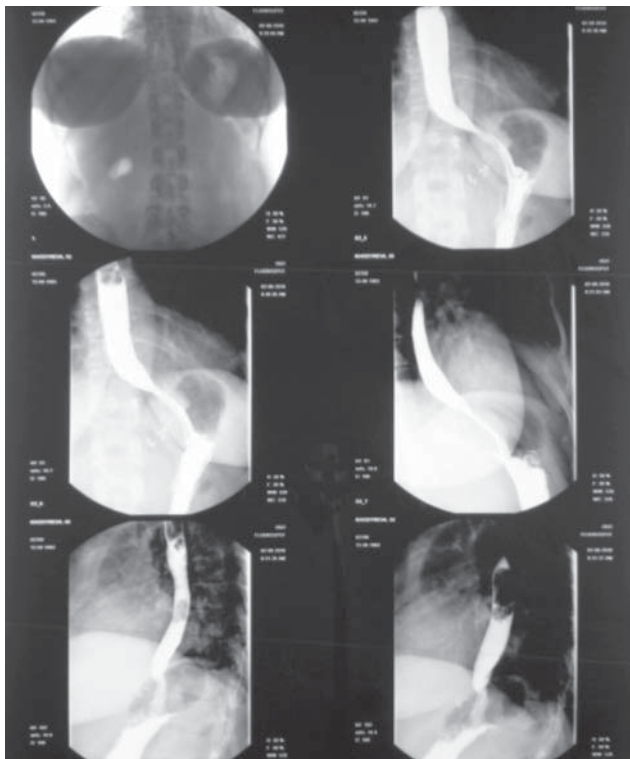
Рентгеноскопия желудка после операции.
